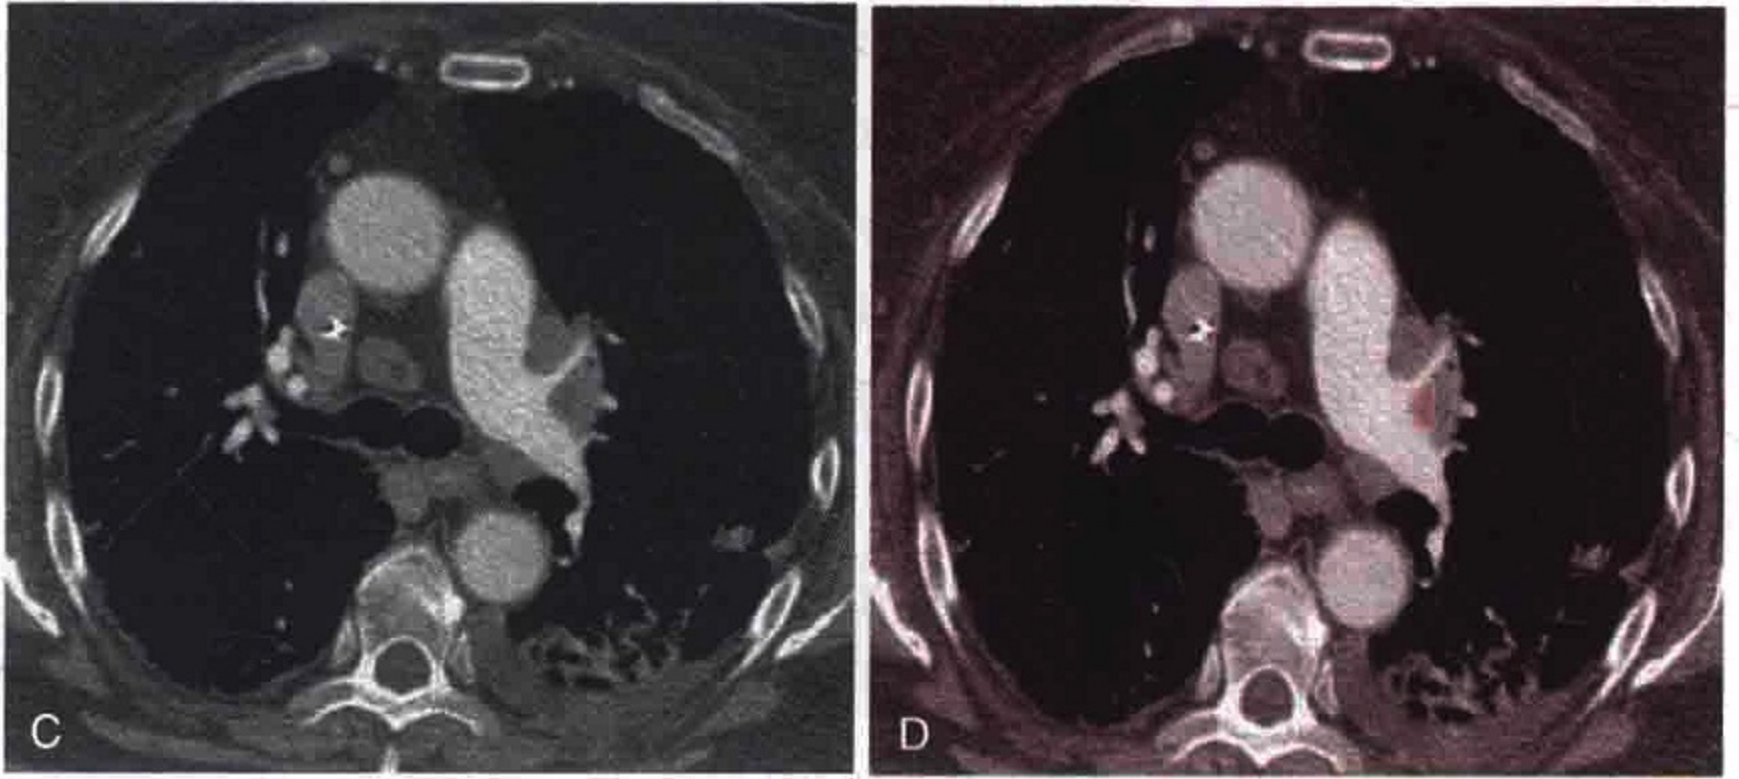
胸部横轴位 CT 增强扫描显示肿大的右侧肺门淋巴结（橙色）。
